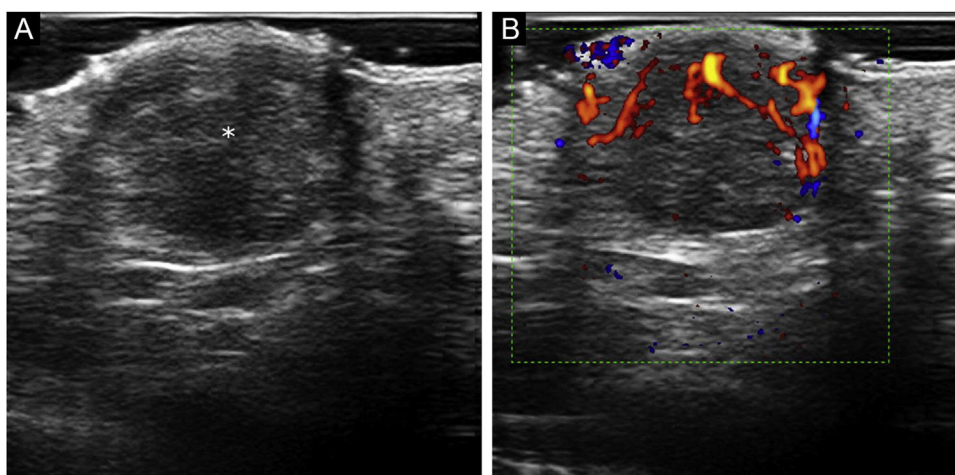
Características ultrassonográficas do xantogranuloma volar do adulto. (A) Ultrassonografia em escala de cinza (corte transversal, região palmar direita) mostrando nódulo hipoeicoico, dérmico e hipodérmico bem definido (asterisco) deslocando a camada epidérmica para cima. (B) Ultrassonografia com Doppler colorido da mesma lesão mostrando vascularização interna.
